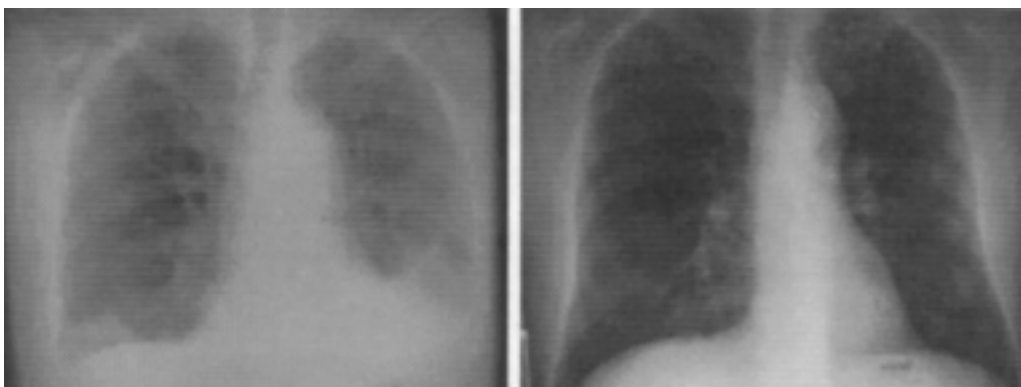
Radiografía de tórax preoperatoria y control postimplante de la endoprótesis a los tres meses.
